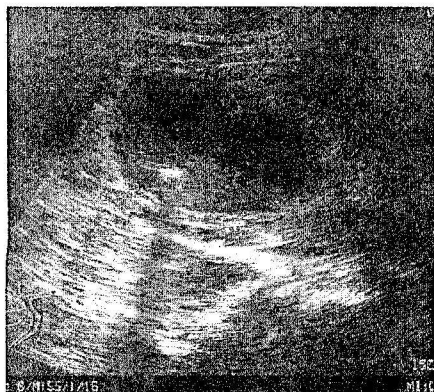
Imaginea sonografică a vezicii biliare cu sindromul „sludge” și calcul cu con de umbră.
